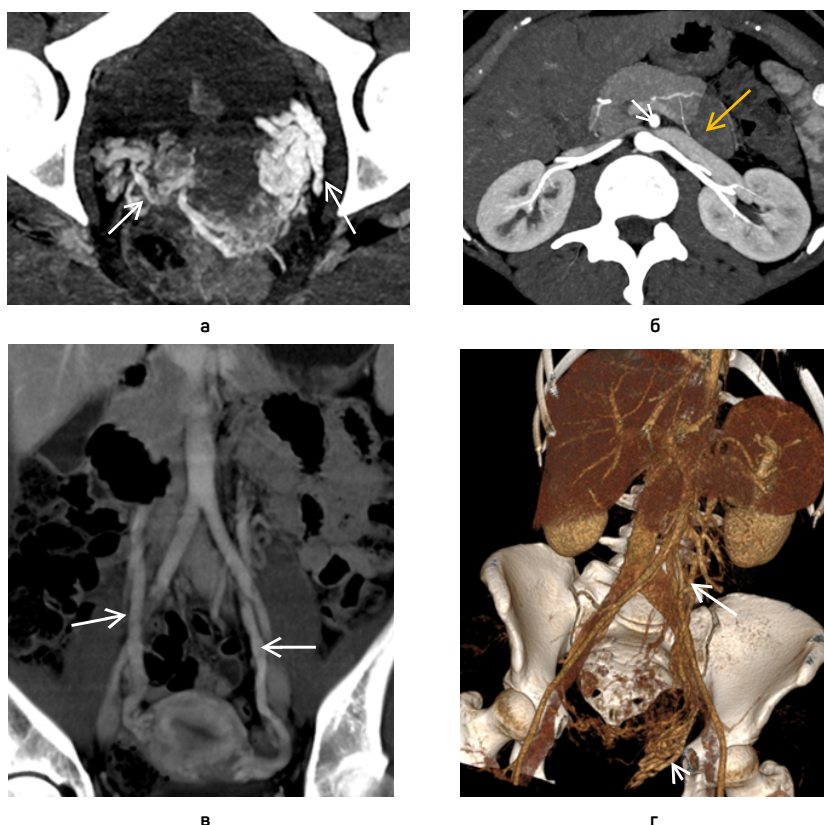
Рис.3. МСКТ — флебография вен таза при синдроме тазовых болей
